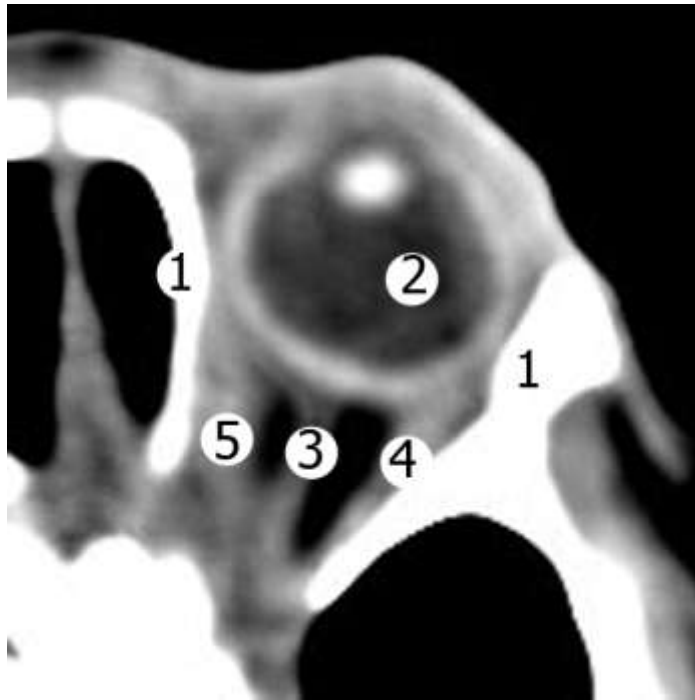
Рентгенівська комп'ютерна томограма плода 288,0 мм ТКД. Аксіальний зріз. Зб. 2,7
